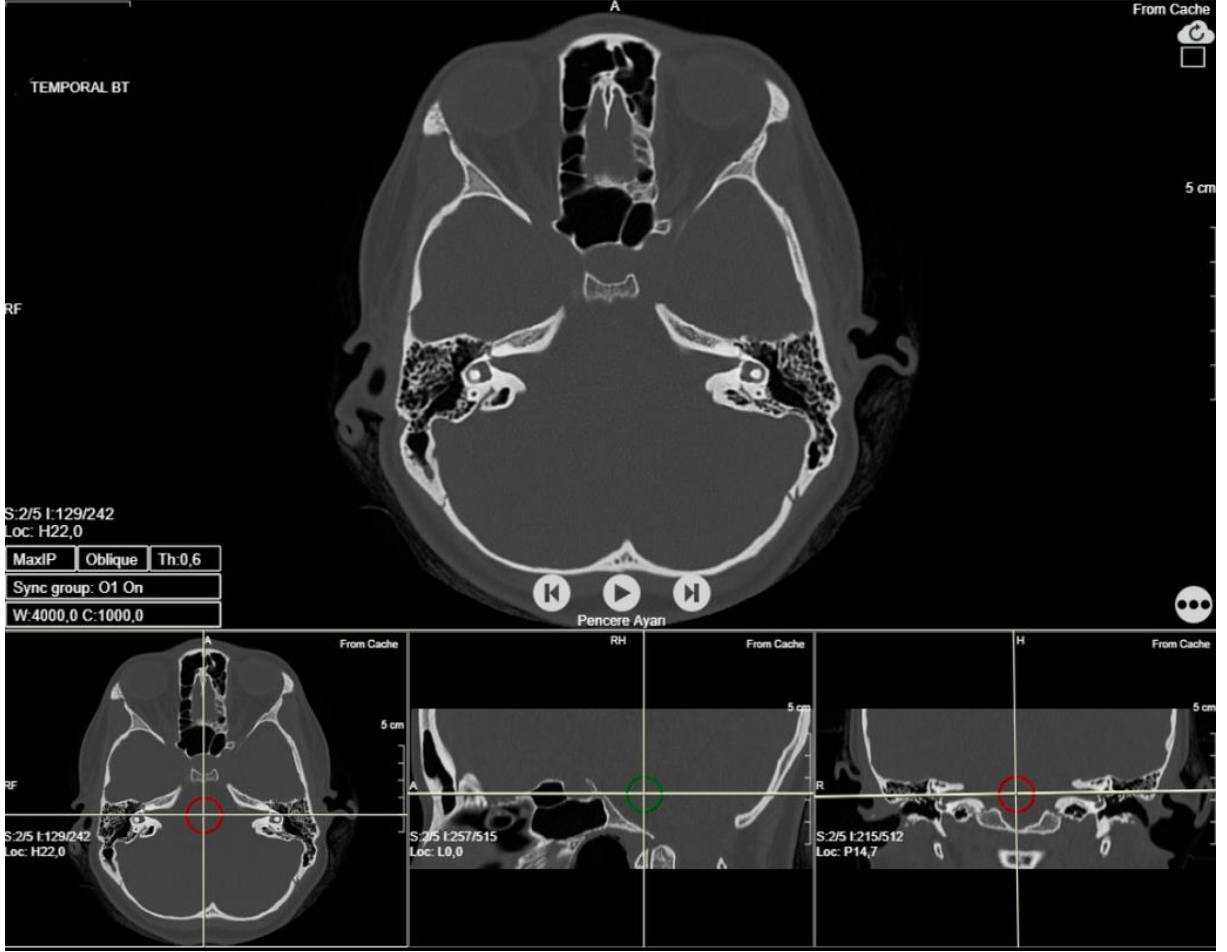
(a) Temporal BT aksiyel kesit, sağ *os temporale*' de MAI' a uzanan ve detruksiyonuna yol açan kolesteatom. (b) Temporal MR aksiyel kesit, aynı lokalizasyonda T2 sekans izo- hiperintens lezyon.
